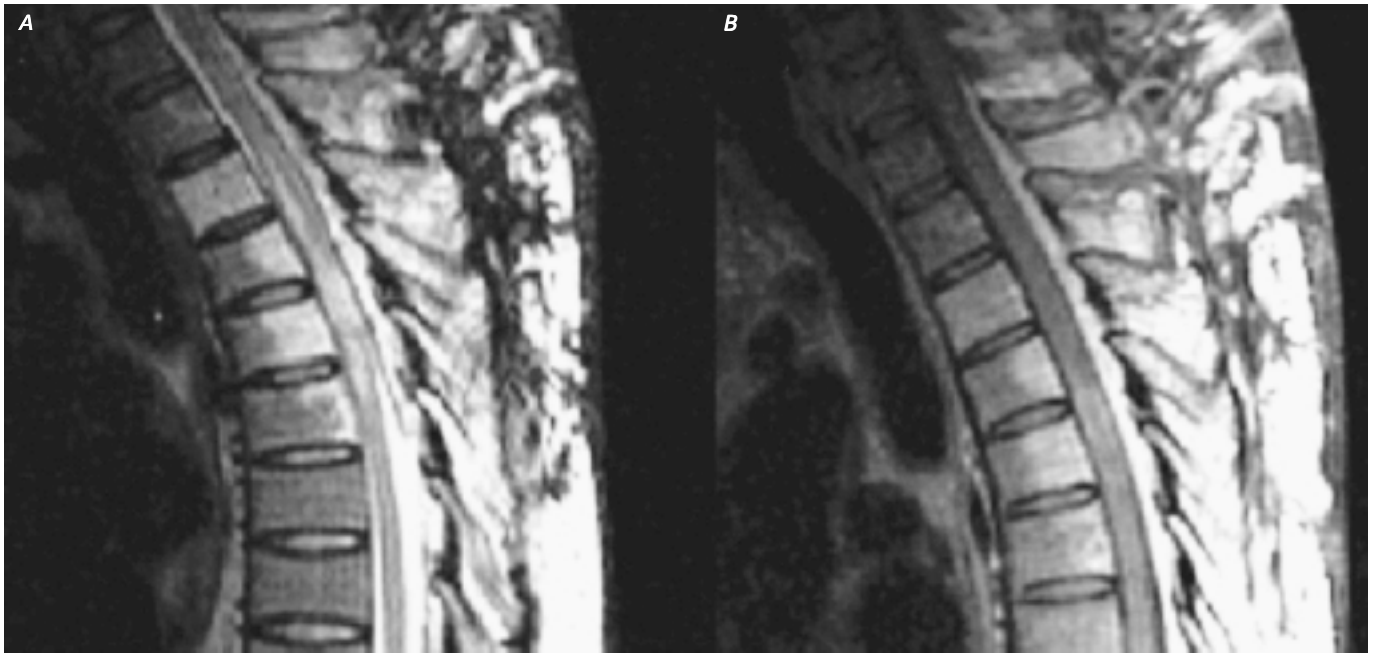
Resonancia magnética. A. Secuencia T2 con lesiones hiperintensas óseas y de médula espinal a nivel D5-D7. B. Secuencia T1 contrastada con gadolinio que muestra realce de las lesiones óseas y de la médula espinal, así como de las lesiones de tejido blando.
